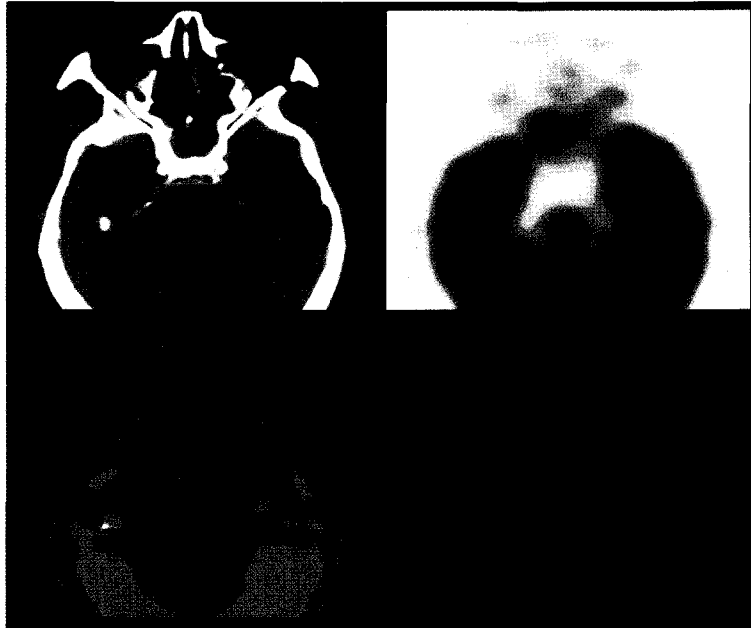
A 78-year-old man with squamous cell carcinoma in nasopharynx. Suspicious mass is seen in post wall of nasopharynx on CT during the follow-up after surgical removal of tumor. This site has hypermetabolism on PET. PET-CT fused image shows good alignment of recurred tumor in this patient.
